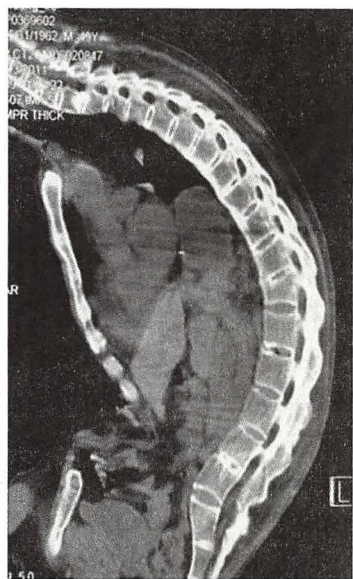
MRI 骨化性骨桥表现为竹节样脊柱
